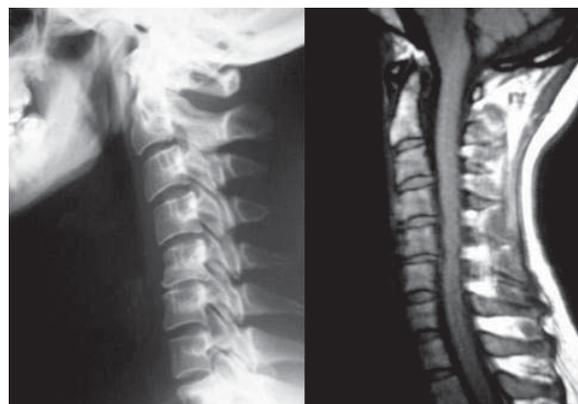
Radiografía y resonancia magnética de paciente con hernias discales C4-C5 y C5-C6.
